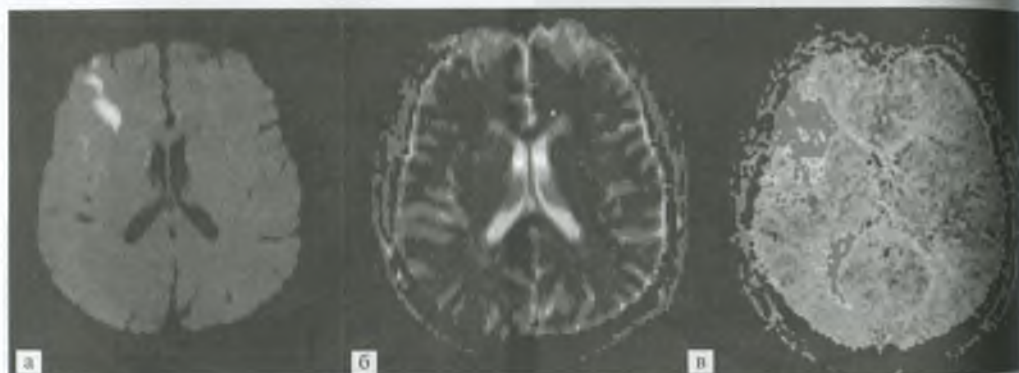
МРТ головного мозга в острой стадии мозгового инсульта: диффузионно-взвешенное изображение (а, б) выявляет небольшую зону ишемии. При этом на перфузионно-взвешенных изображениях (в) зона микроциркуляторных изменений выявляется лучше.
